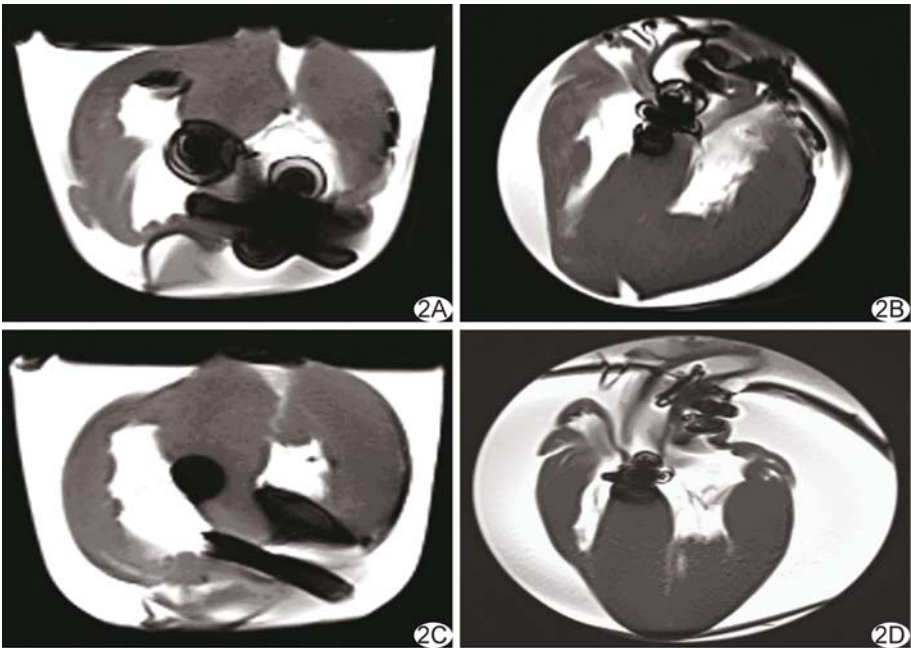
植入封堵器的离体猪心 MRI 图像 A. ASD 封堵器盘片边缘轮廓显示较清晰,轮廓内及周围可见伪影,越靠近中心伪影越明显,不同封堵器相互之间无干扰; B. VSD 封堵器伪影范围明显大于封堵器本身,盘片轮廓显示不清; C. ASD 封堵器盘片边缘见网格状结构; D. PDA 封堵器盘片边缘见网格状结构,VSD 封堵器轮廓显示不清
